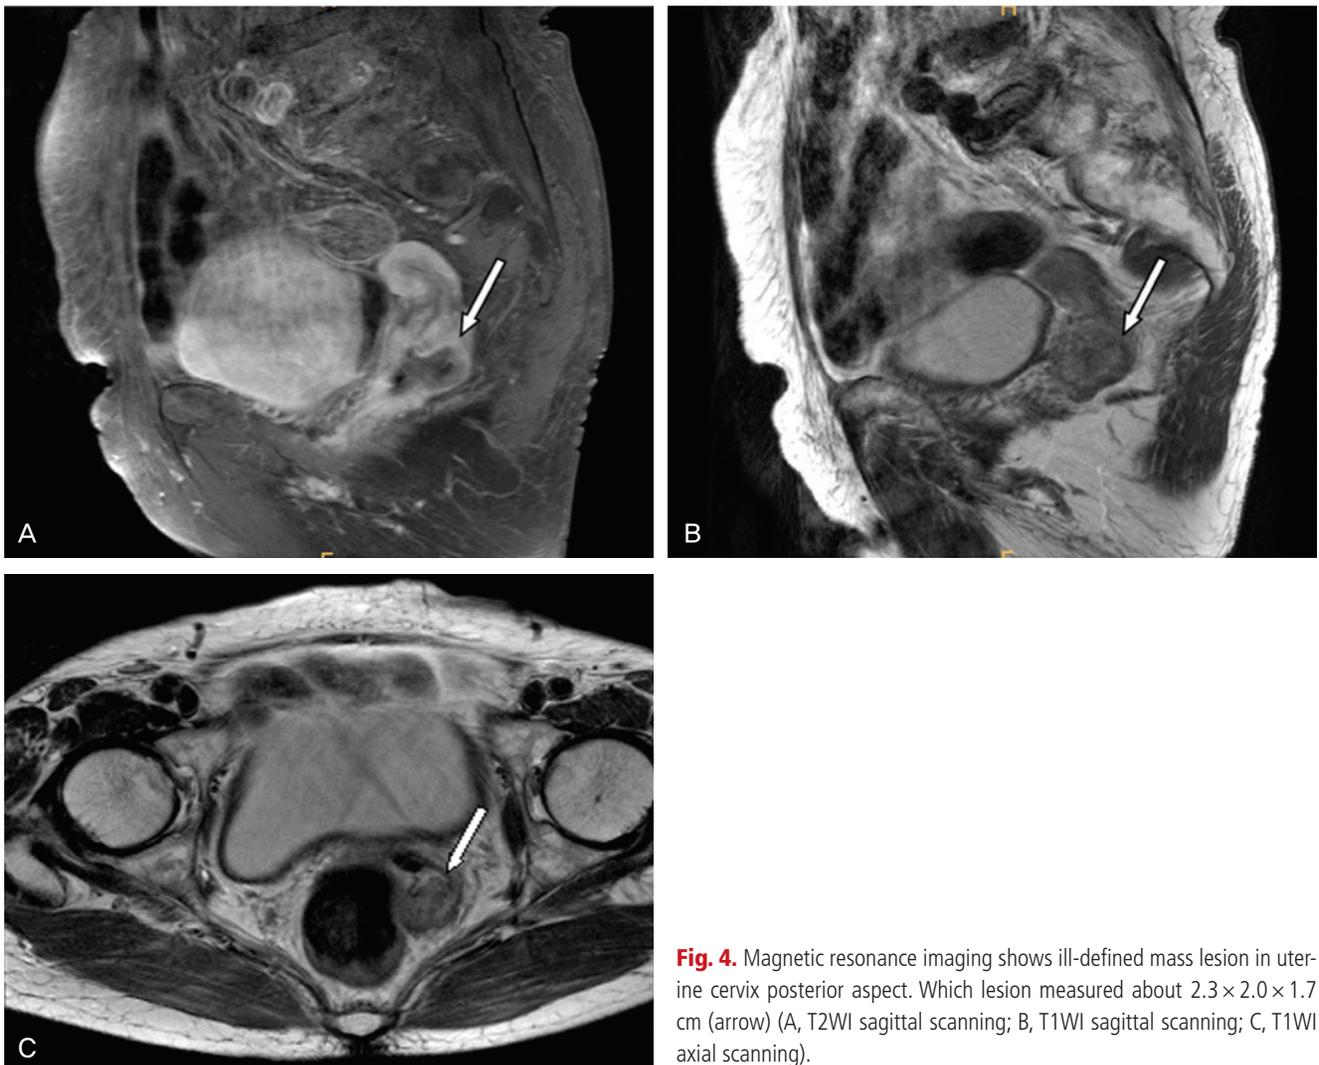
Magnetic resonance imaging shows ill-defined mass lesion in uterine cervix posterior aspect. Which lesion measured about $2.3 \times 2.0 \times 1.7$ cm (arrow) (A, T2WI sagittal scanning; B, T1WI sagittal scanning; C, T1WI axial scanning).
